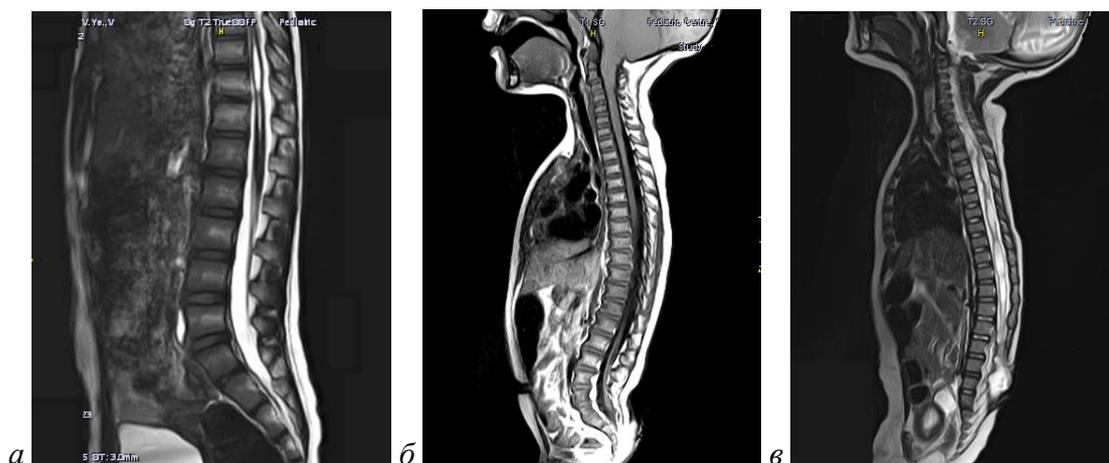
МРТ пациентов с первичной (а) и вторичной (б, в) фиксацией спинного мозга.
